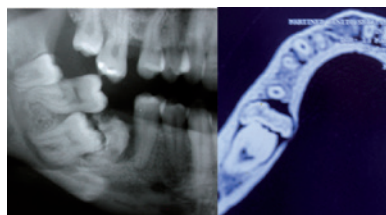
Radiografía periapical donde se observa lesión mixta impactada en zona 4.6 (1a). Scanner de mandíbula en zona de tumoración (1b).
